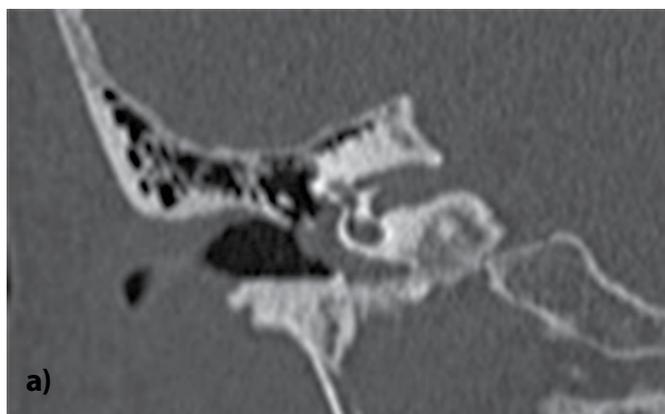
Coronary and axial CT scans of the right temporal bone. The tumour occupies the meso- and hypotympanum with no signs of bone destruction
